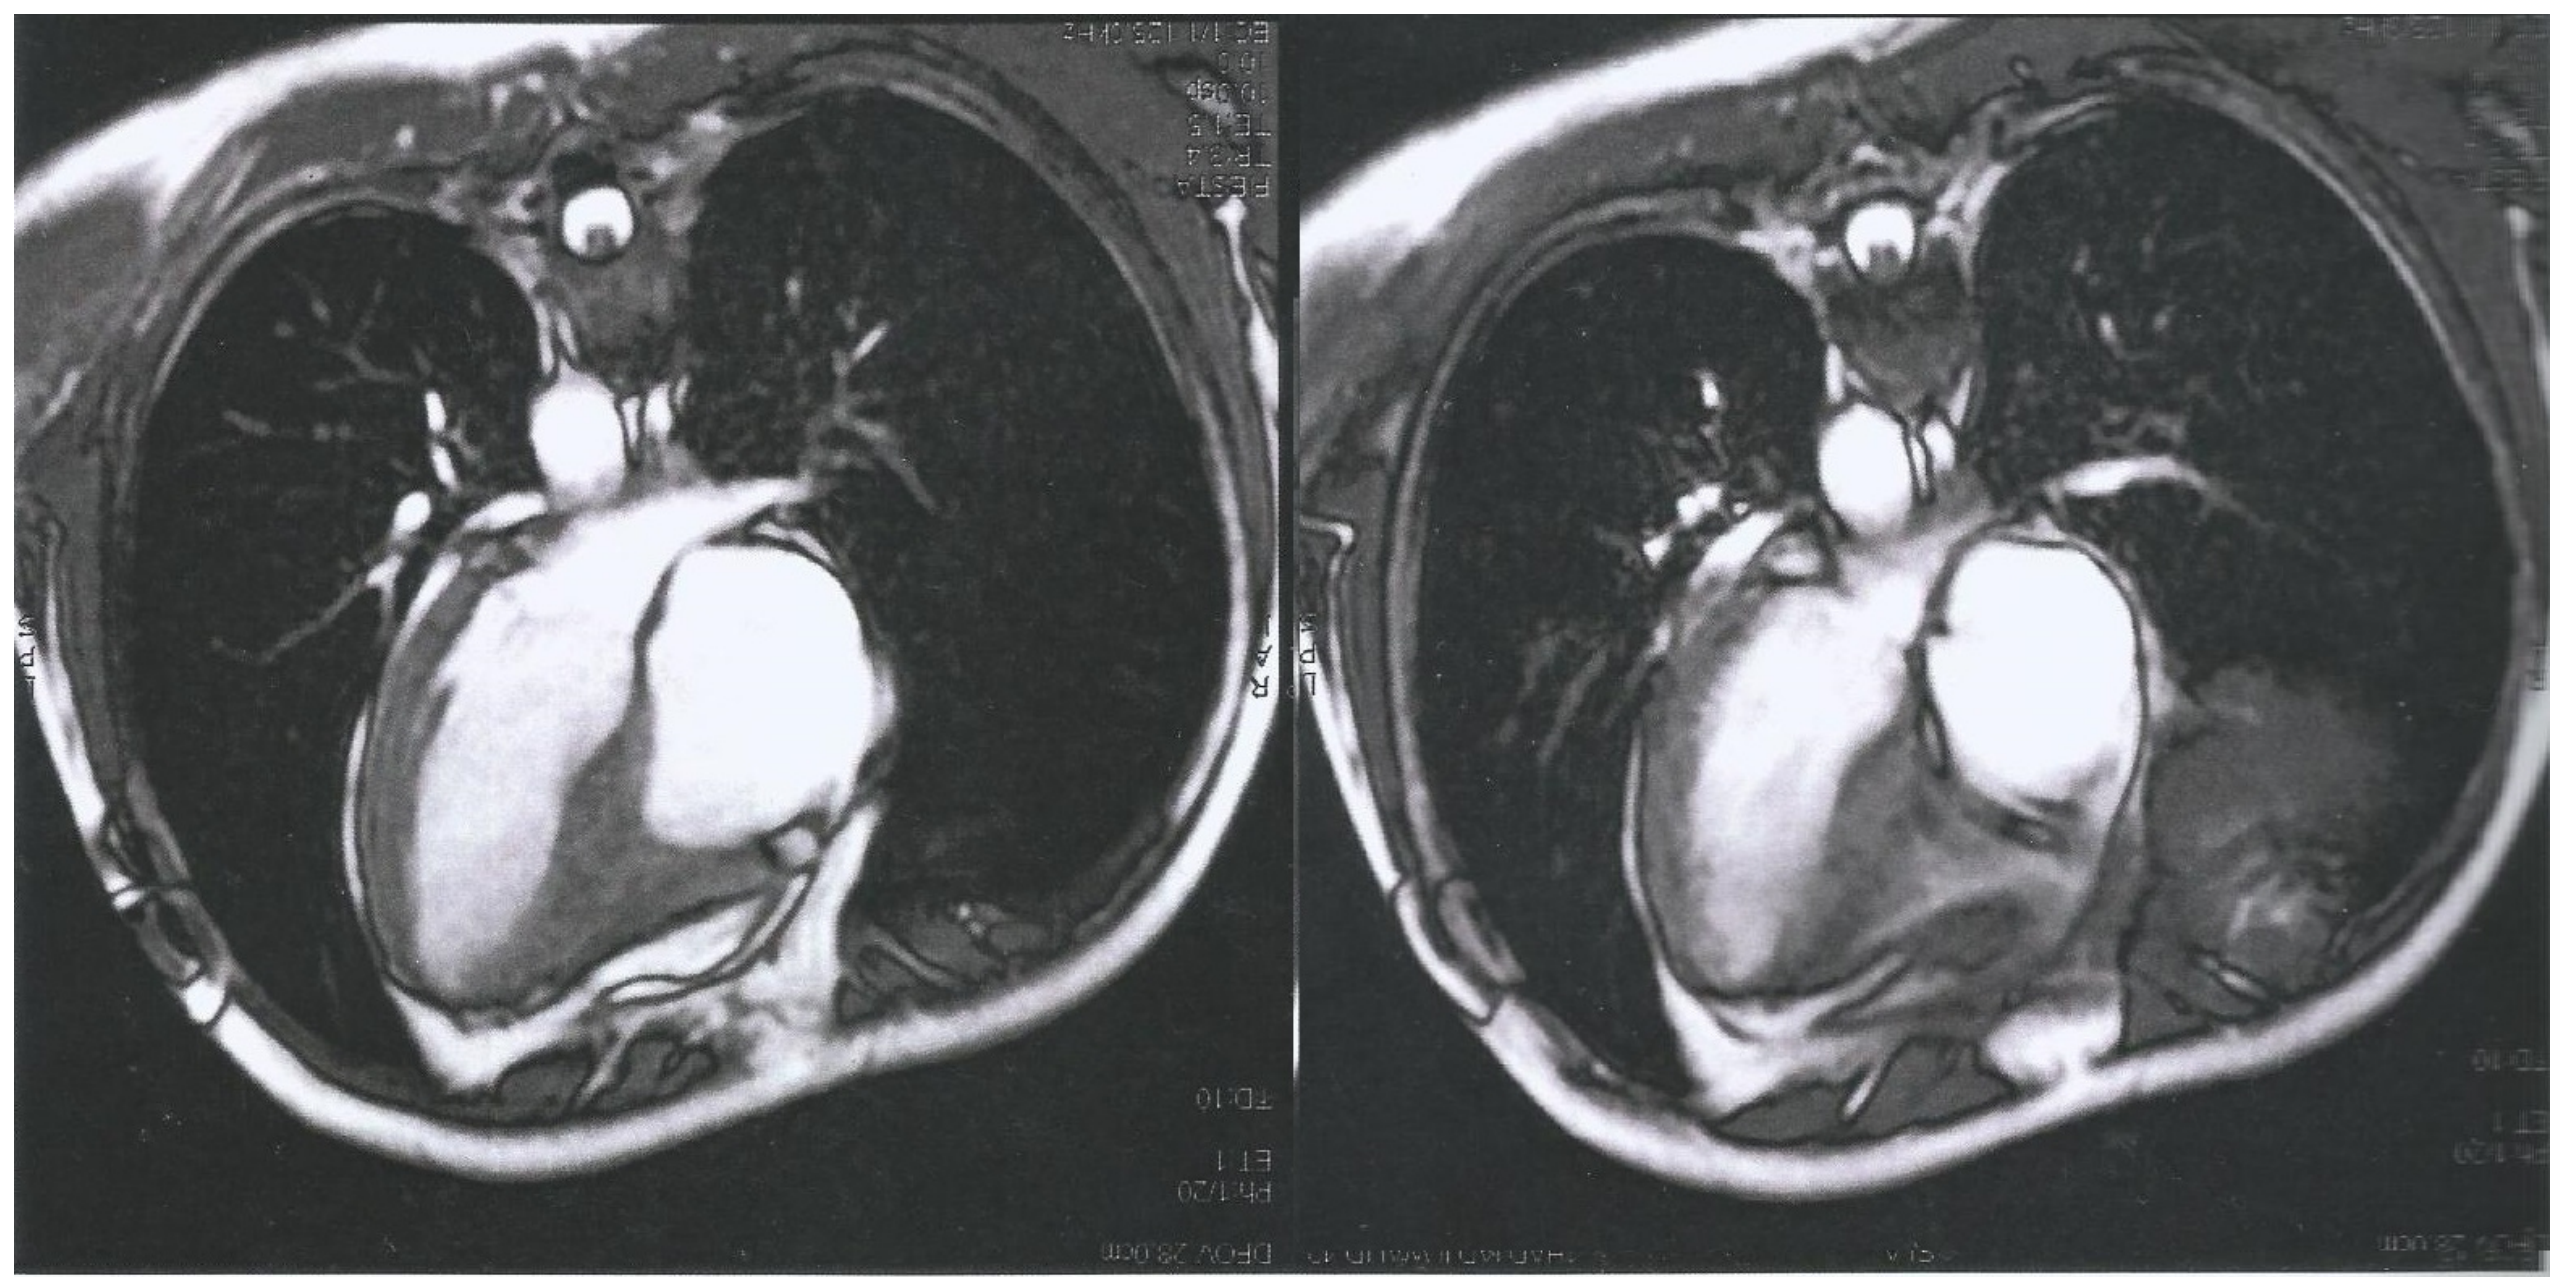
IRM cardiaque objectivant une fibrose endomyocardique avec remodelage et rétraction du VD devenu de petite taille avec OD très dilatée (Atrialisation du VD).
